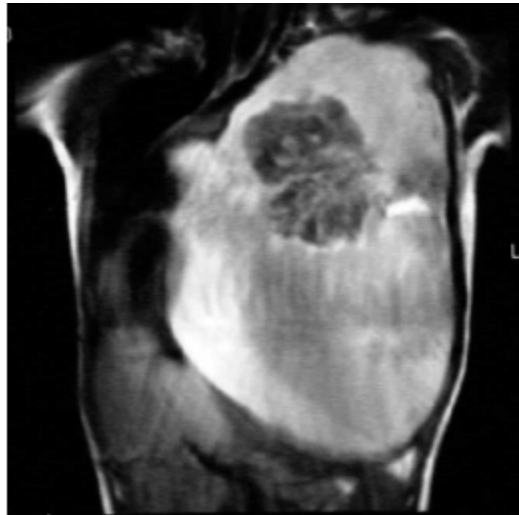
IRM thoracique montrant une tumeur kystique occupant la totalité du poumon gauche, bien délimitée et partiellement calcifiée [24].
